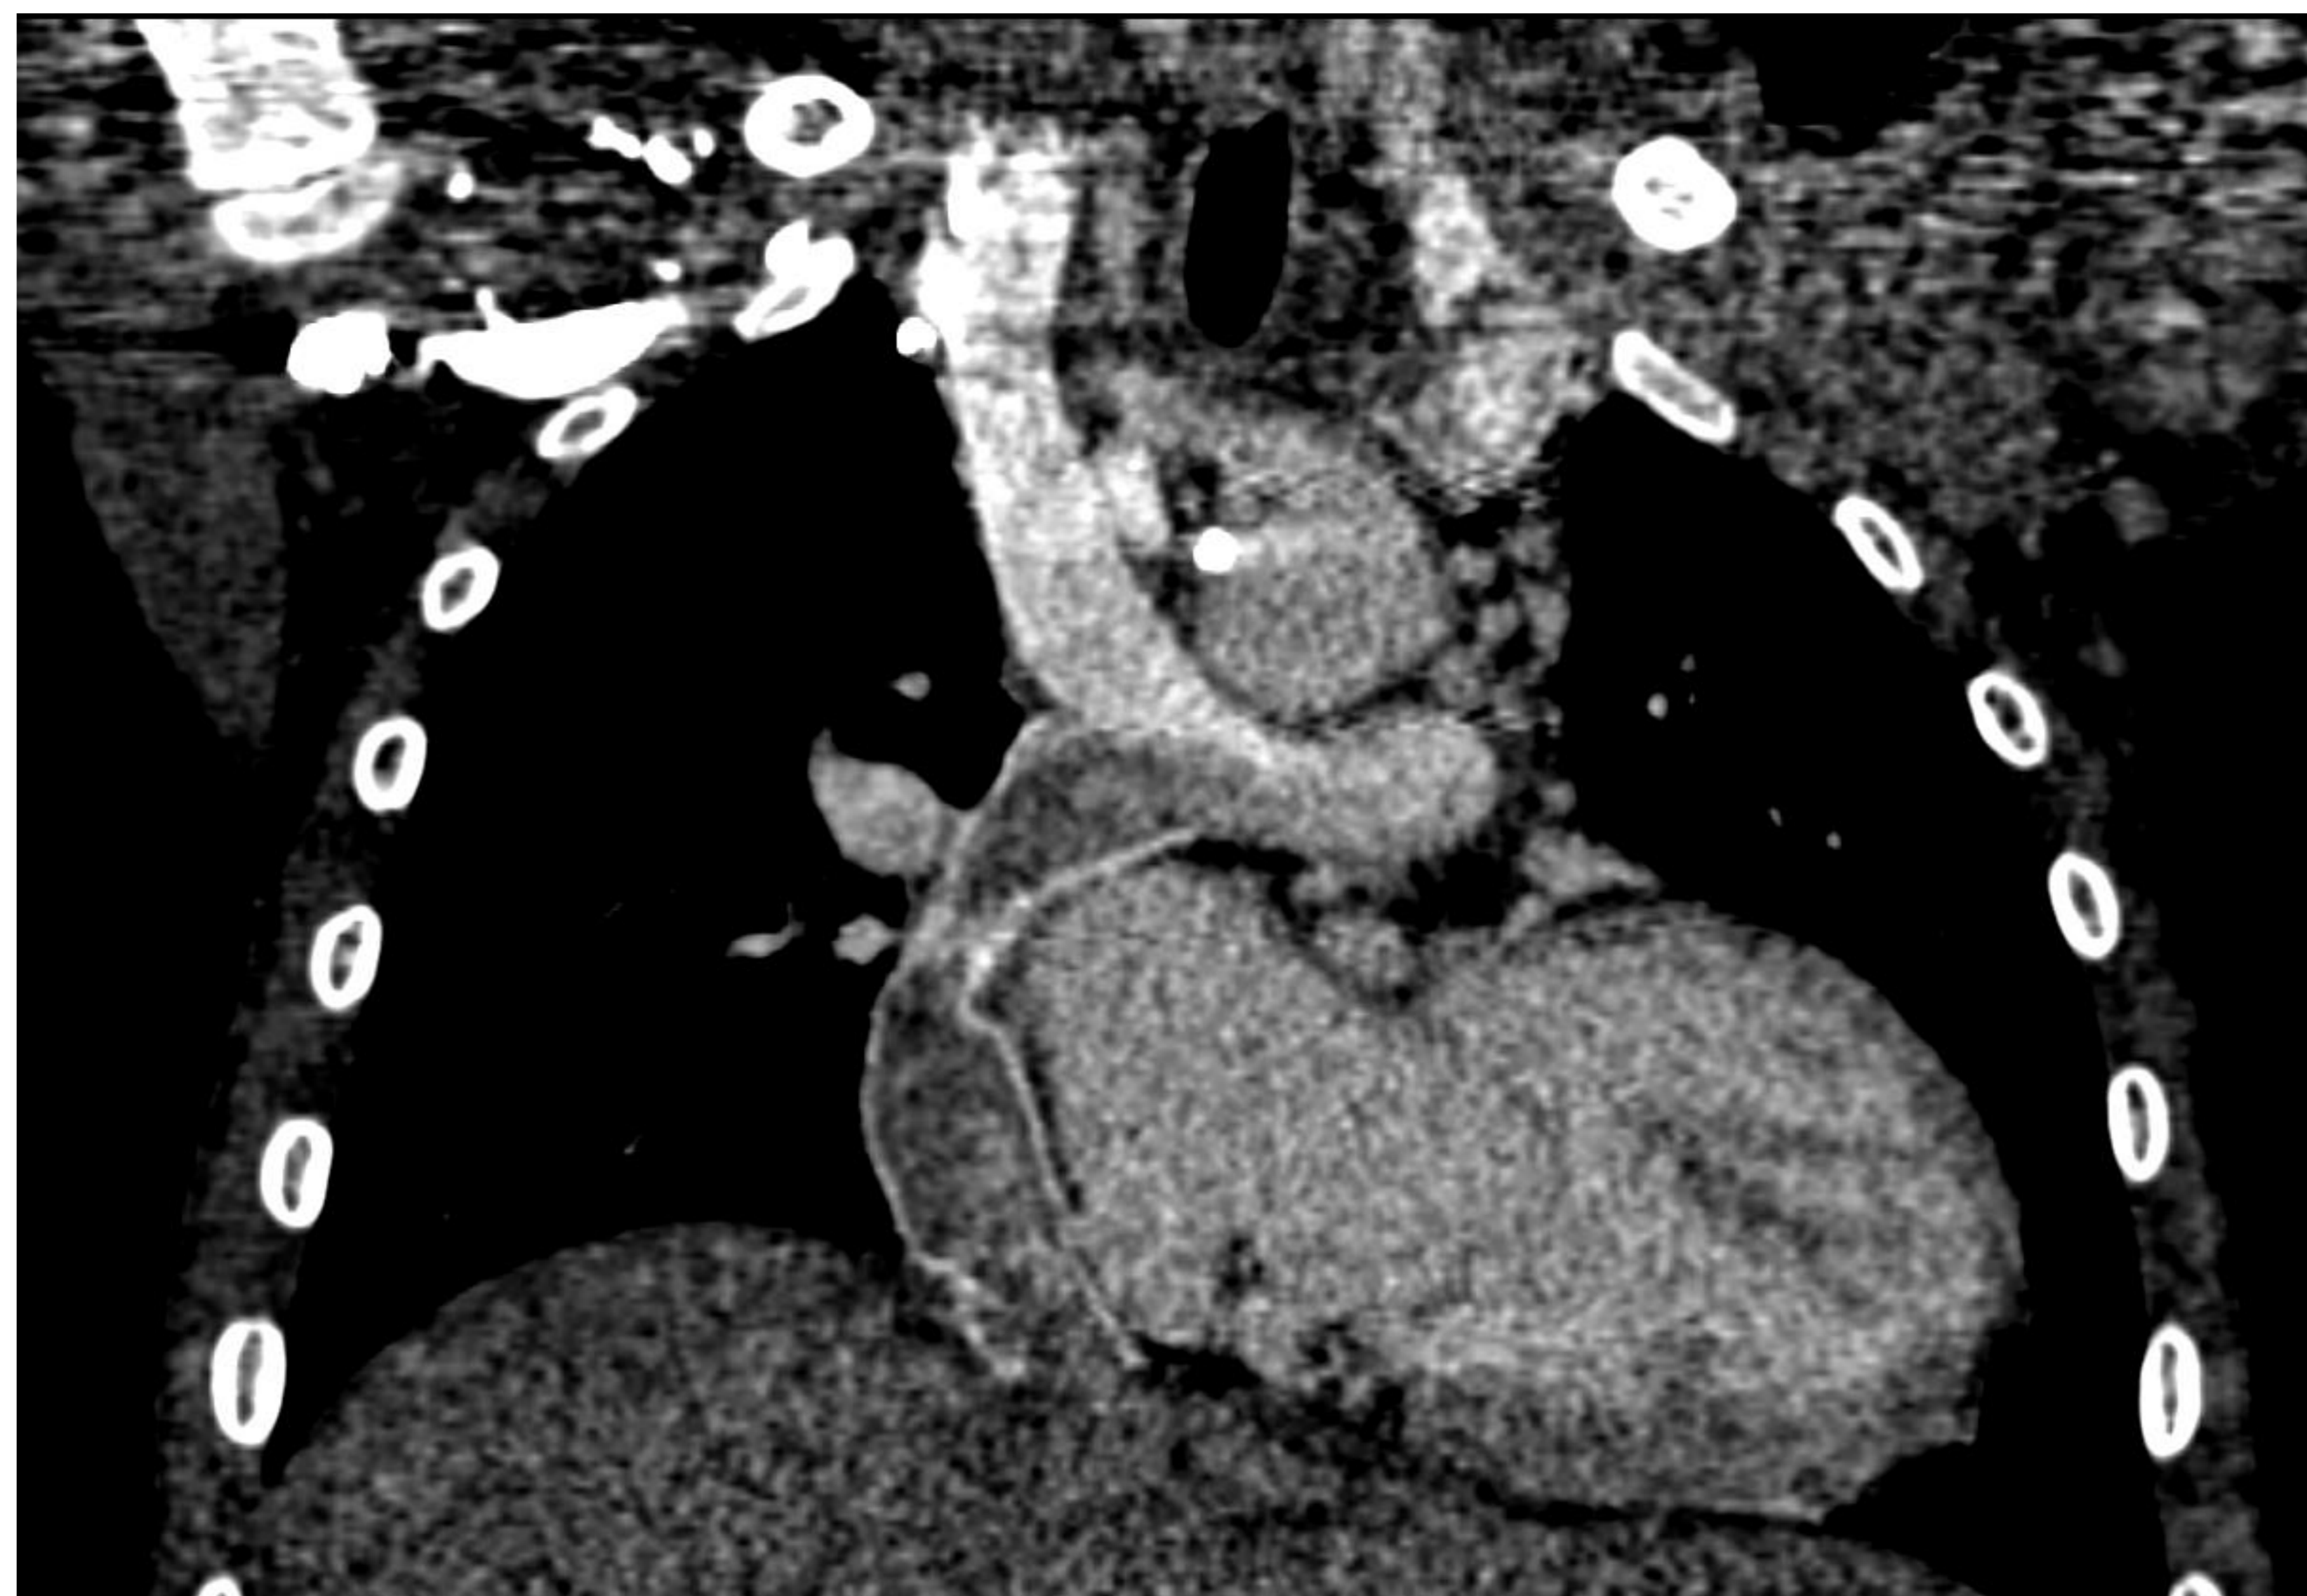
Angio-TC coronal donde se demuestra como la sangre contrastada que llega de la VCS se mezcla con la sangre no contrastada que llega de la VCI.
